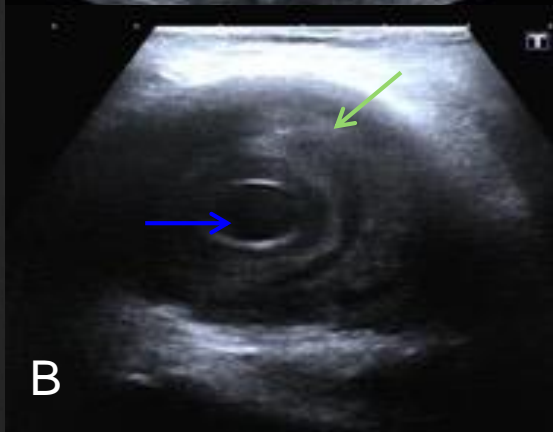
A. Aneurisma de la arteria poplítea en modo B corte longitudinal con presencia de dilatación y trombosis mural (flecha amarilla) B. Modo B corte axial con extensa trombosis mural (flecha verde) y luz central (flecha azul). C. Ecodoppler Color con permeabilidad arterial conservada (flecha roja) D. Análisis espectral de la arteria poplítea con flujos trifásicos conservados.
